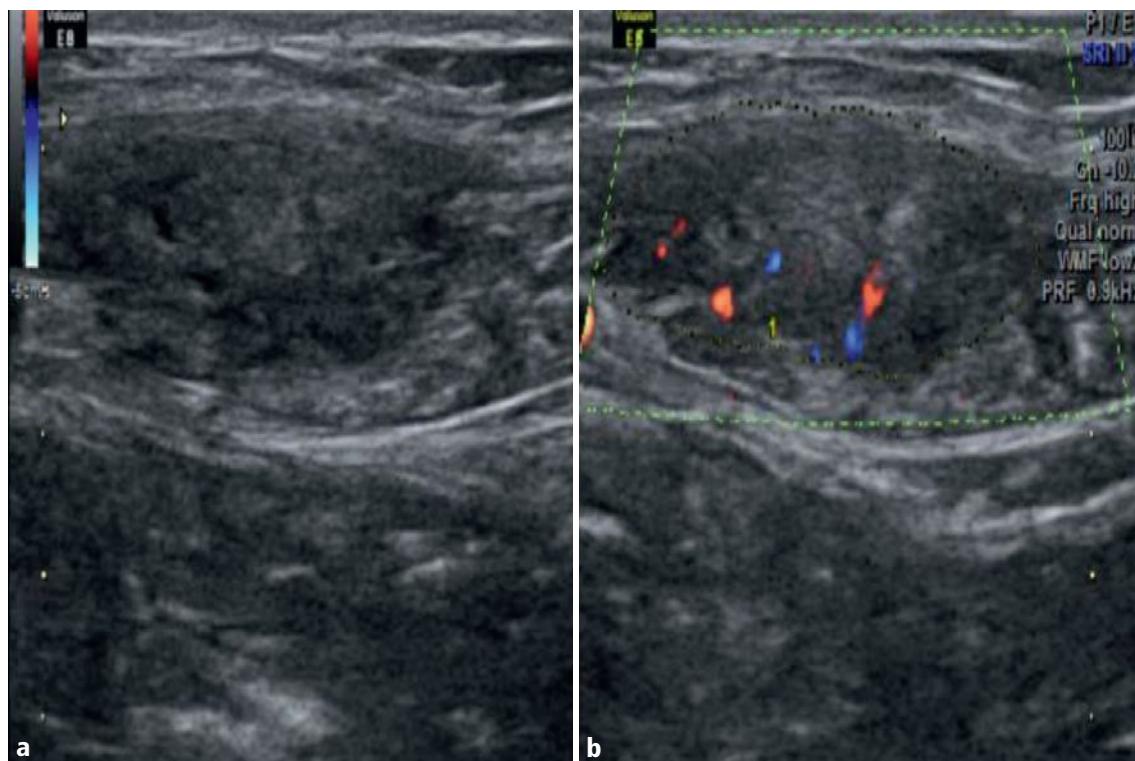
a, b Nodule pariétal du muscle grand droit droit, à contours anfractueux, hypoéchogène, discrètement hétérogène, avec de rares microkystes et plus hyperéchogène en son centre (a), hypovasculaire en Doppler couleur (b).
